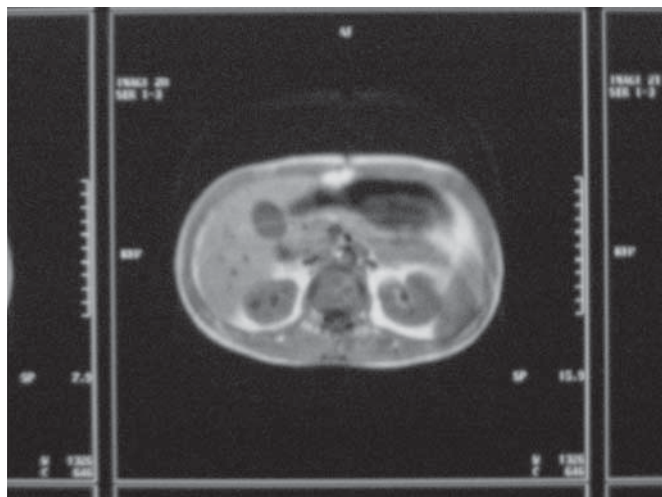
CT abdominal - Pancreatită acută hemoragică la nivelul cozii pancreasului
